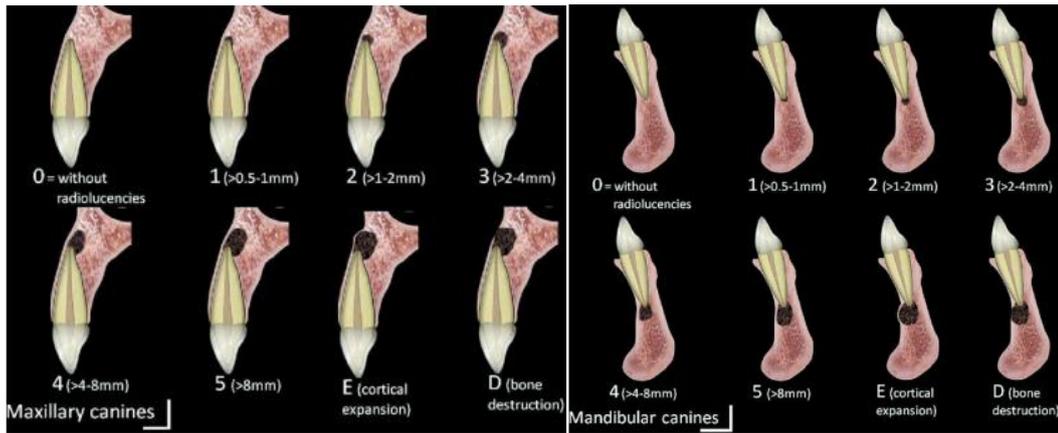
Índice CBCTPAI en caninos (maxilares y mandibulares) ⁹².
